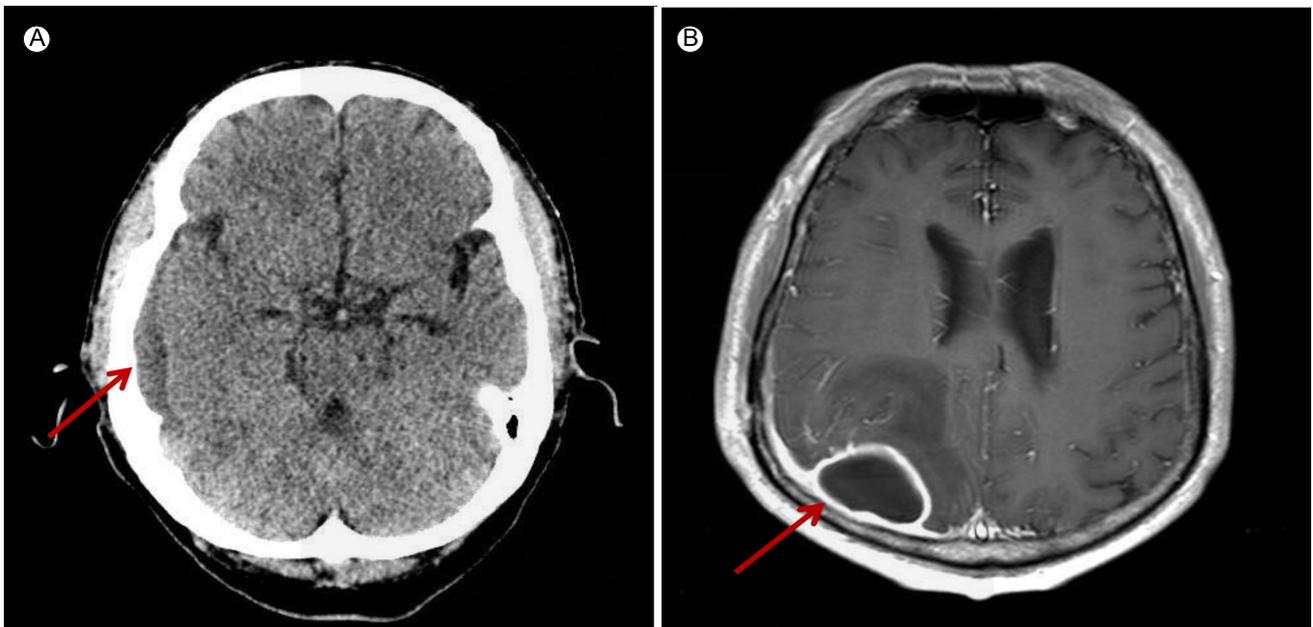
(A) Computer tomography of the brain. Subdural effusion in the right lateral cerebral convexity (arrow). (B) T1-weighted brain magnetic resonance imaging reveals a thick, contrast-enhanced surrounding wall and an air-fluid level involving the right parietal convexity (arrow).
